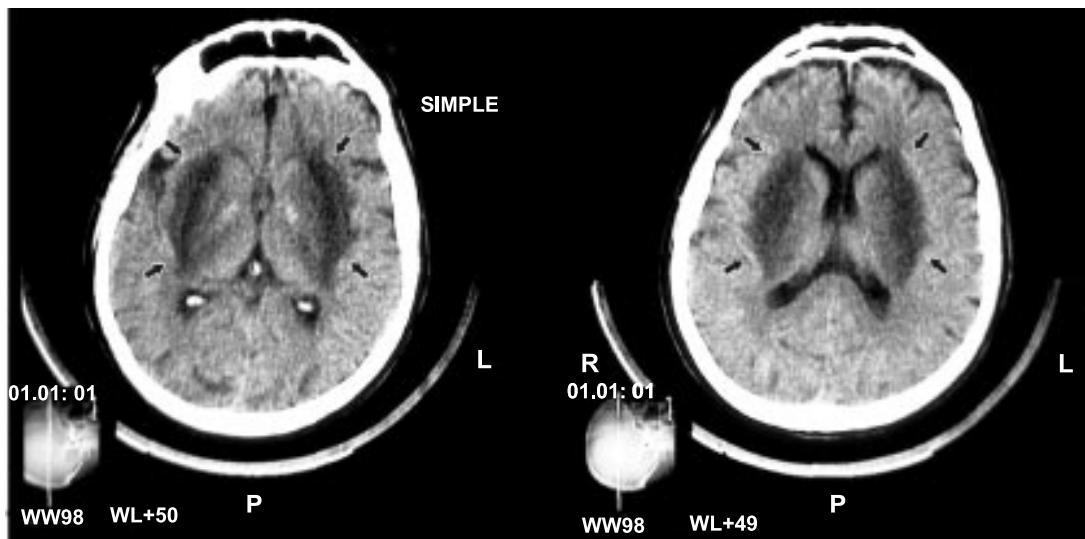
Tomografía computarizada que evidencia hipodensidades irregulares bilaterales de los núcleos lenticulares, con mayor compromiso del putamen, que se extienden hacia las cápsulas internas y externas.
